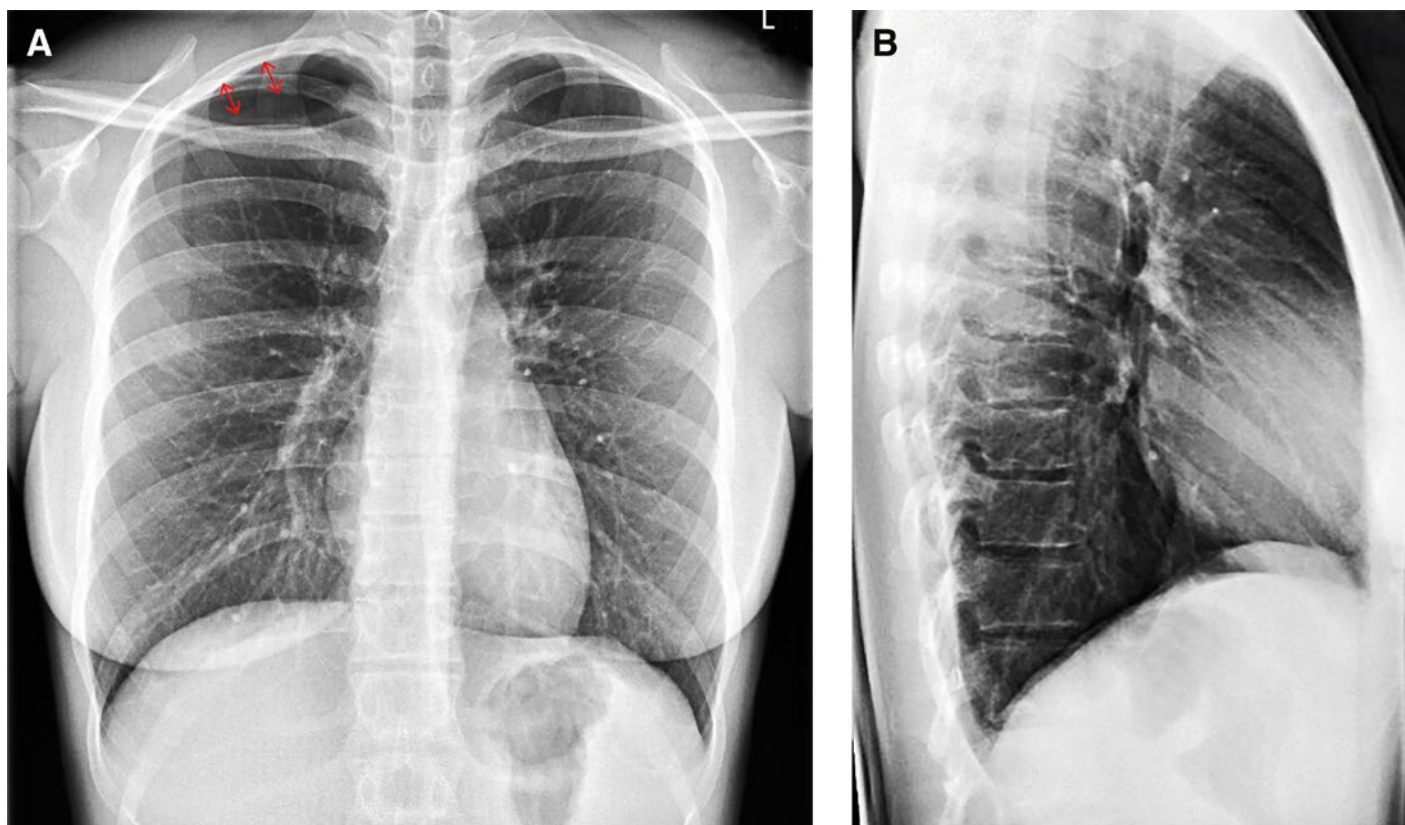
Konventionelle Röntgenaufnahmen des Thorax im Stehen, posterior-anterior (A) und lateral (B): Apikaler Pneumothorax rechtsseitig, 1,6 cm messend (in [A] mit Pfeilen markiert, in [B] nicht abgrenzbar).
